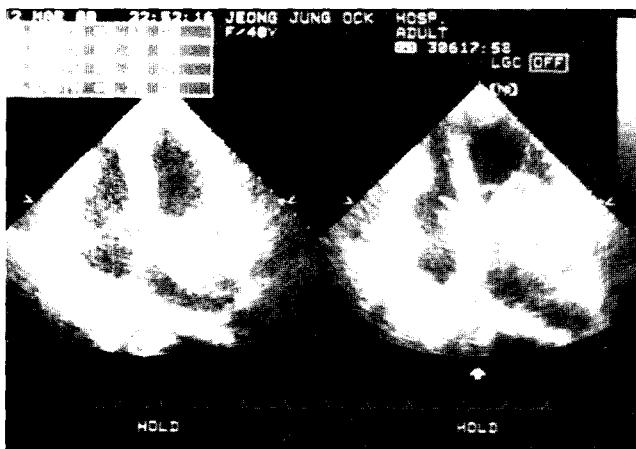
Tumor prolapsed into left ventricle during systole on preoperative echocardiogram.
